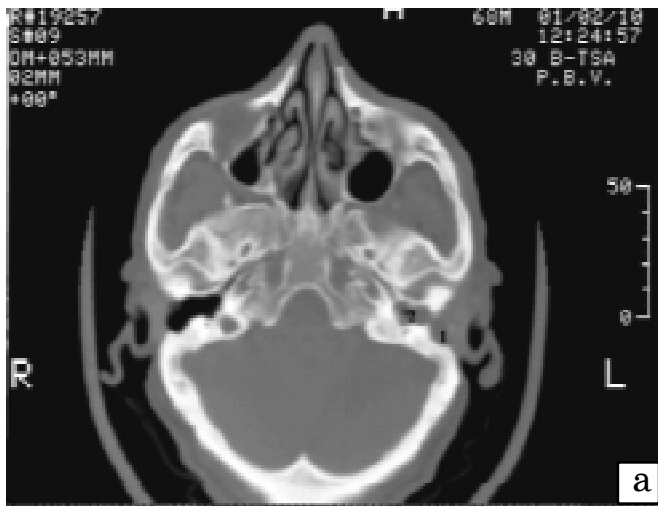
Рентгенівські комп'ютерні томограми пацієнта Т., госпіталізованого з приводу загострення хронічного лівобічного гнійного середнього і зовнішнього отиту, двобічного хронічного кохлеоневриту, змішаної приглухуватості II ст. праворуч і IV ст. ліворуч
